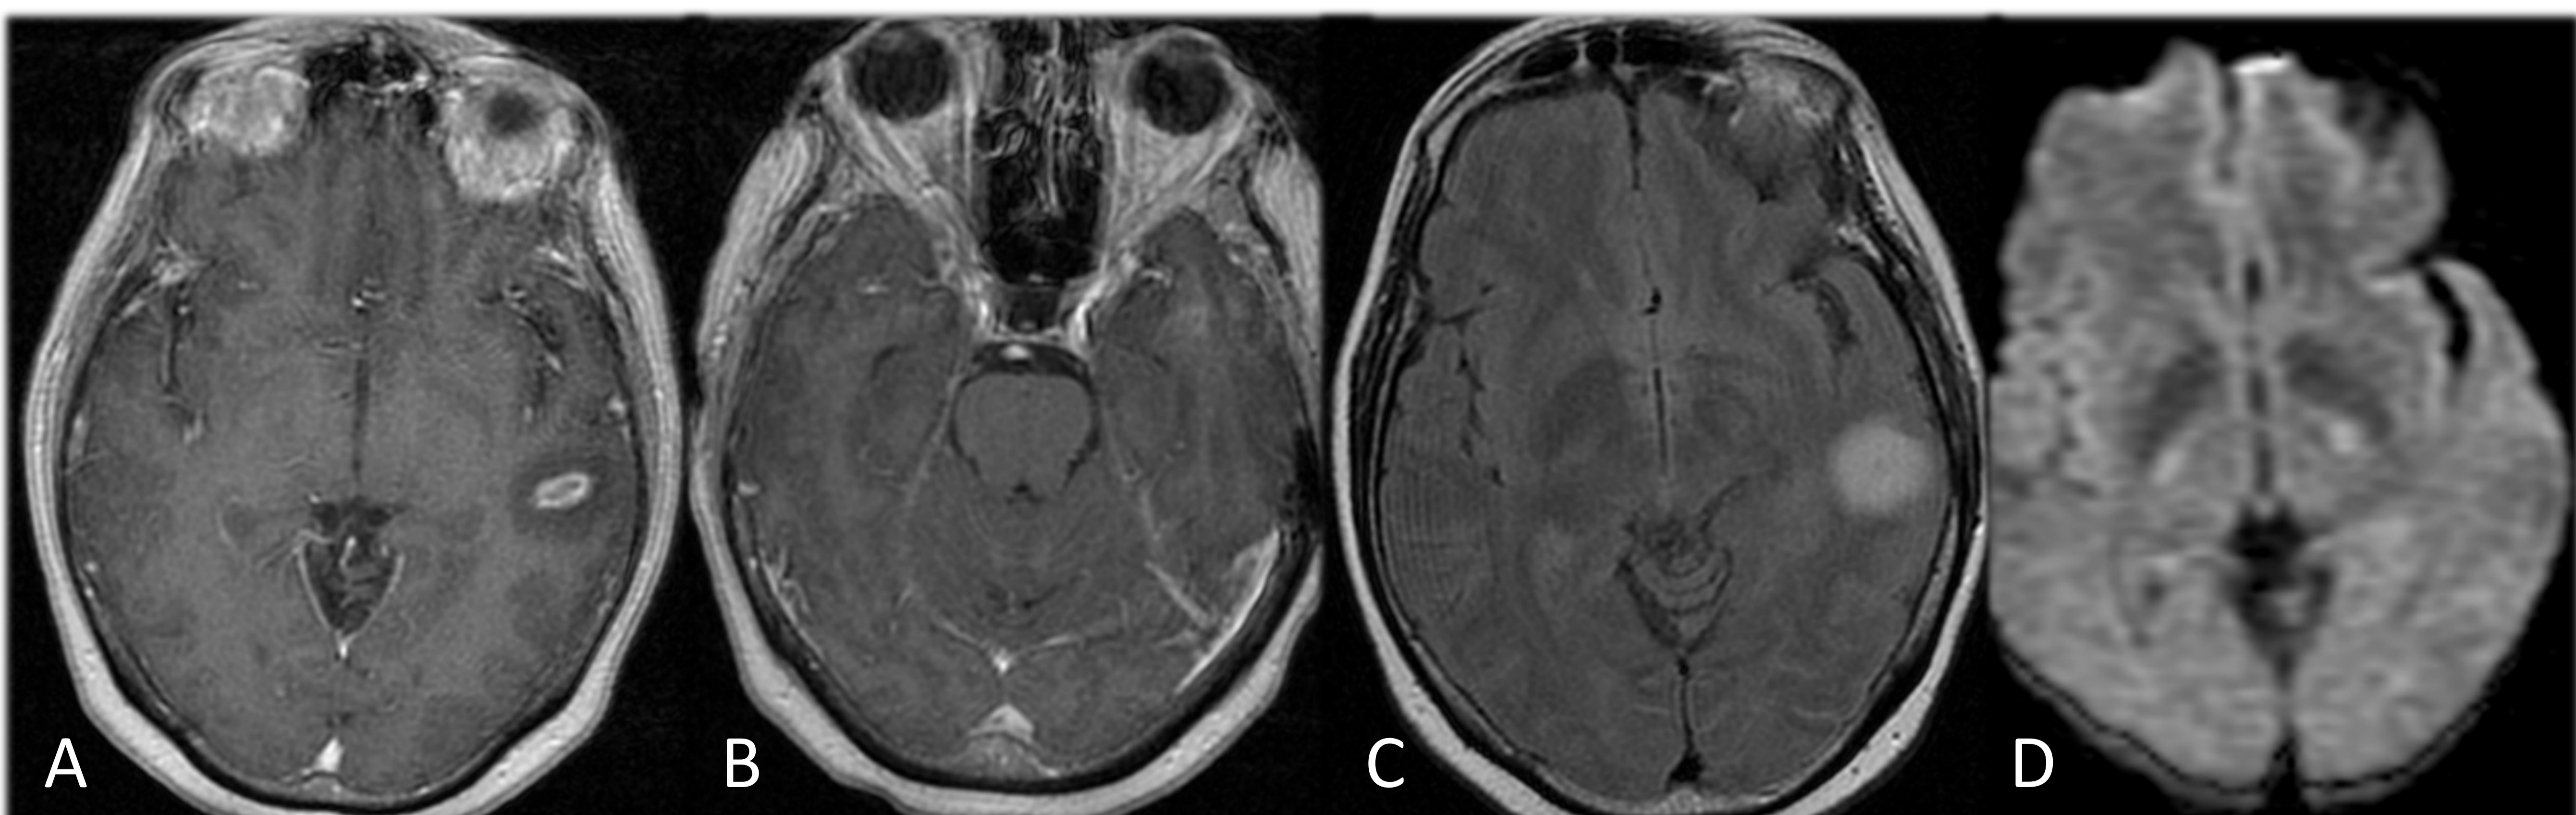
TUBERCULOMA Y MENINGITIS TUBERCULOSA. A y B: RM CON CIV: Lesión ocupante de espacio localizada a nivel temporal izquierdo, hiperintensa en FLAIR, con realce homogéneo tras la administración de contraste paramagnético. Realce meníngeo marcado de morfología irregular.
